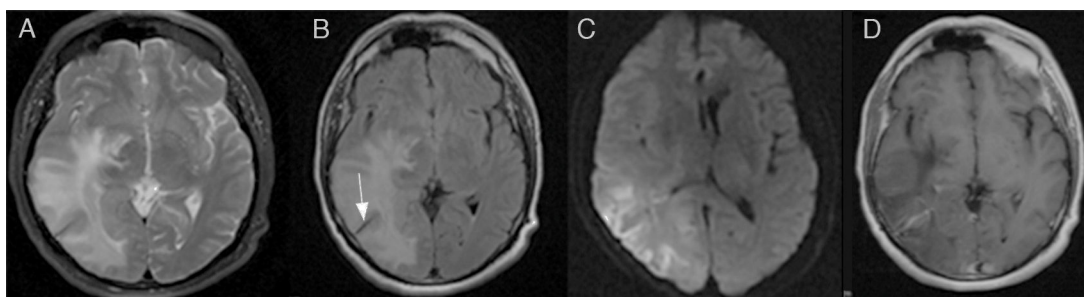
RM de cerebro. A-B) T2 y FLAIR; hiperintensidad temporoccipital con extensión a ganglios de la base e ínsula posterior; hipointensidad lineal correspondiente a vacío de flujo de la vena colectora de la ADV (flecha). C) Difusión/DWI; restricción de la señal. D) RM con Gd; realce vascular lineal con la característica «cabeza de medusa» que se extiende desde la profundidad del lóbulo parietal hacia la corteza temporal derecha.
